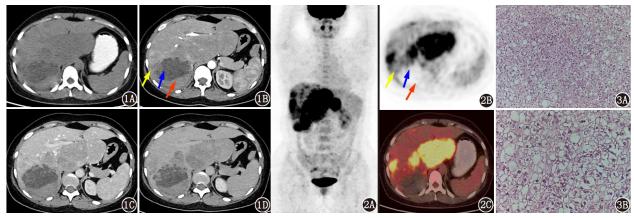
肝腺瘤病(HA)患者(女,24岁)上腹部增强 CT 检查图。肝实质内多发软组织肿块,增强后呈不均匀强化,平扫期(1A)、动脉期(1B)、门脉期(1C)和延迟期(1D) CT 值分别为 25、67、73 和 52 HU,其中最大者位于肝右后叶,最大横截面约 8.6 cm×7.1 cm,其内密度不均匀,前 1/3 部分轻度强化(黄箭头示),中间 1/3 部分无明显强化(蓝箭头示),后 1/3 部分高密度区无明显强化(红箭头示) 图 2 该患者 18 F-FDG PET/CT 显像图。最大密度投影(2A)、PET(2B)和 PET/CT 融合图像(2C)示肝脏多发 18 F-FDG 代谢增高,SUV<sub>max</sub> 为 11.4。肝右后叶病灶前 1/3 部分呈 18 F-FDG 代谢轻度增高(黄箭头示),SUV<sub>max</sub> 为 5.0,提示不完全坏死区;中间 1/3 部分呈 18 F-FDG 代谢减低区(蓝箭头示),提示完全坏死区;后 1/3 部分高密度区无 1/3 部分 1/3 和分 1/3 部分 1/3 部分 1/3 部分 1/3 和分 1
